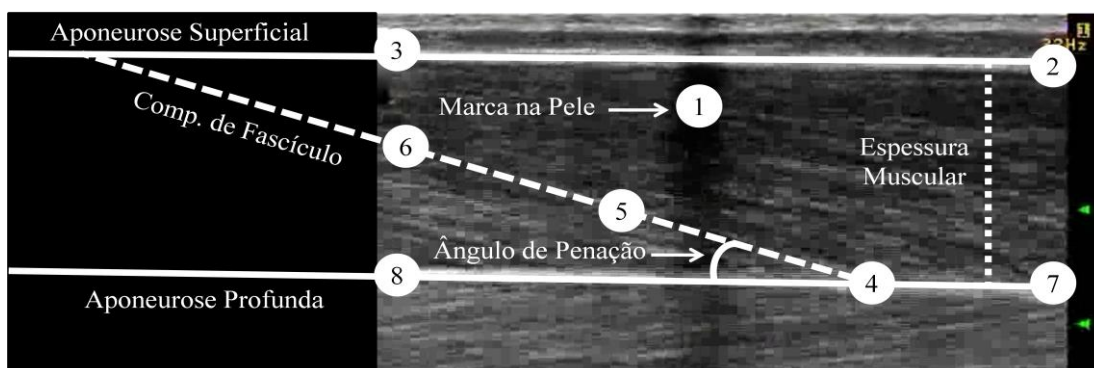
Ilustração da arquitetura do vasto lateral. Marcas (números) foram digitalizadas para cada frame do vídeo do ultrassonografia: (1) marcador da pele; (2-3) aponeurose superficial; (4) inserção do fascículo na aponeurose profunda; (5-6) fascículo; e (7-8) aponeurose profunda. Comprimento do fascículo foi definido como a distância entre a inserção do fascículo na aponeurose profunda até a aponeurose superficial. Ângulo de penação foi definido como o ângulo entre a aponeurose profunda e o fascículo. Espessura muscular foi definida como a distância perpendicular entre a aponeurose superficial e profunda.
